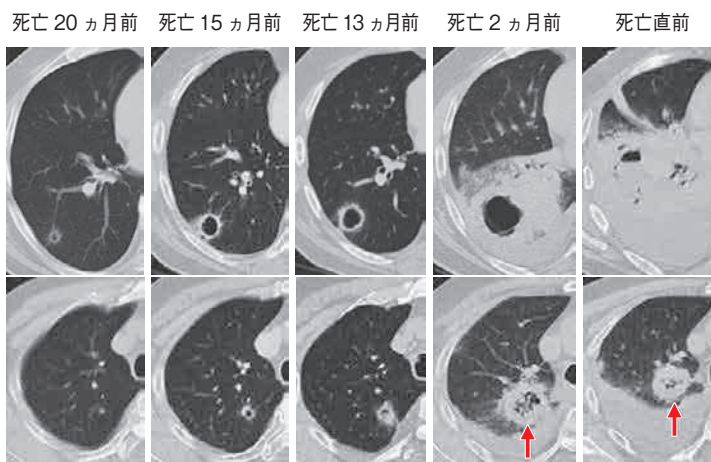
右肺 CT の経時の変化。腫瘤がやや縮小している (矢印)。
